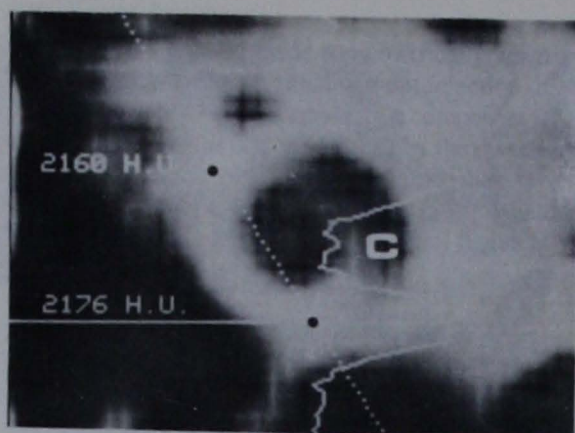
Case 2, right ear. Coronal CT showing dense otosclerotic foci, with values above 2000 H.U., in the lateral cochlear wall C.
